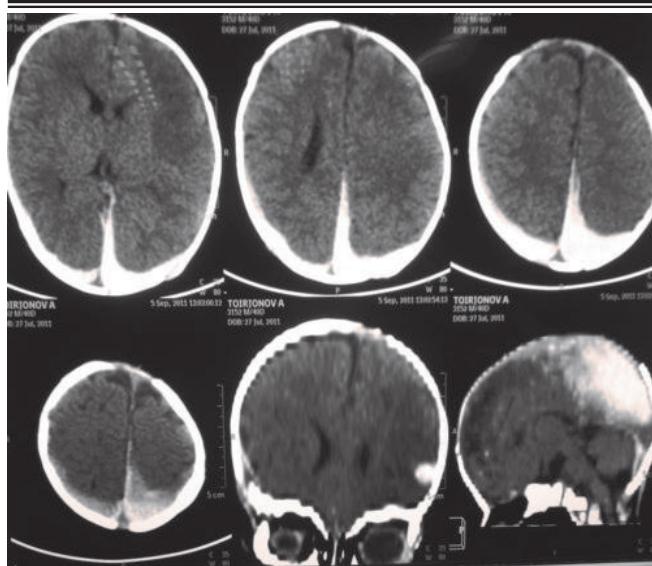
КТ головного мозга ребенка 1,5 мес.: субдуральная гематома левого полушария.
